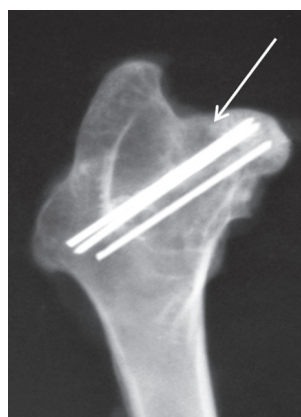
Рентгенограмма тазобедренного сустава в прямой проекции на 60-е сутки после остеосинтеза биоактивными титановыми имплантатами. Стрелкой указана костная мозоль
